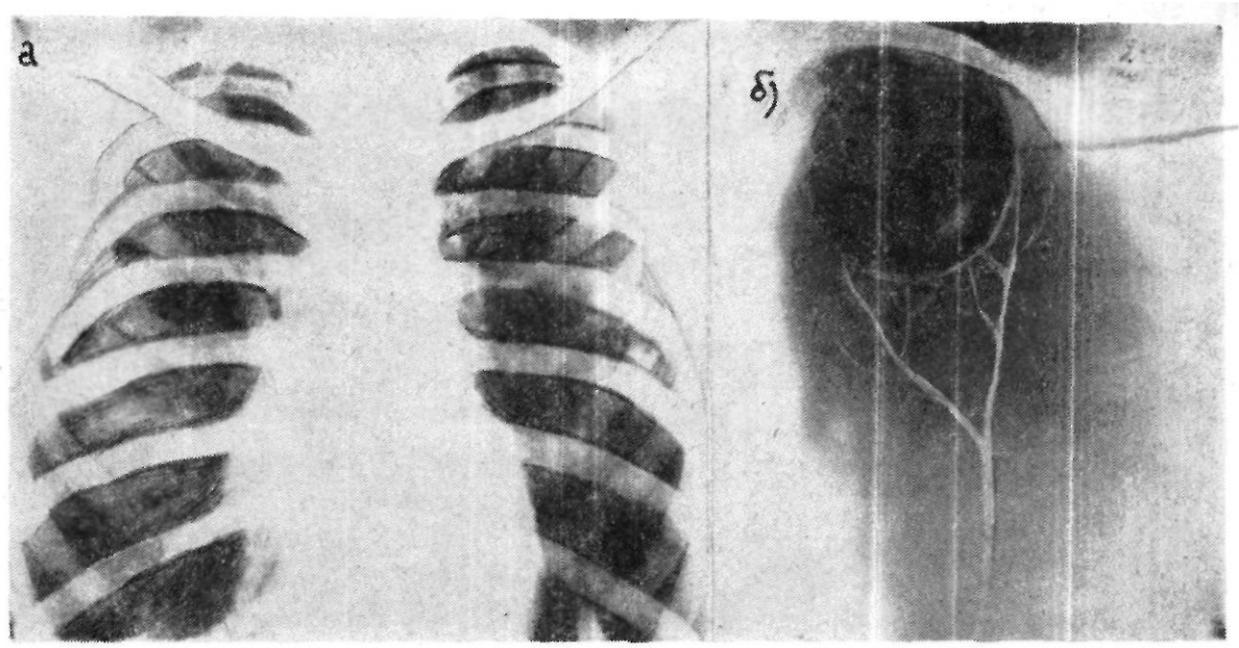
Больной Д. На рентгенограмме (а) виден лишь умеренно перестроенный легочный рисунок, диафрагма опущена. На томограмме (б)—только очерченная булла, занимающая весь сегмент S<sub>4</sub>.
